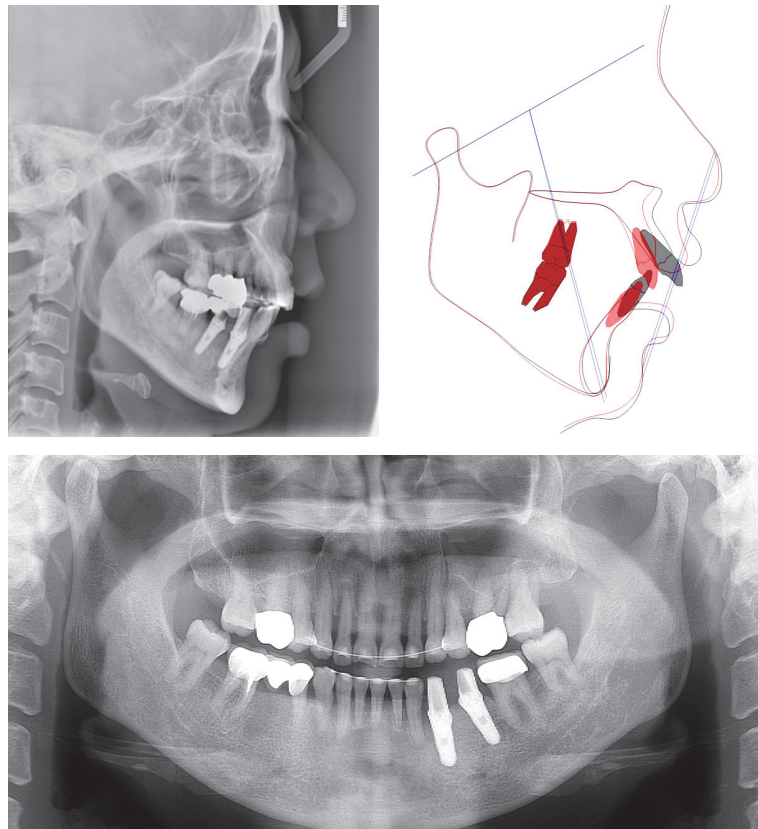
Posttreatment radiographs and cephalometric superimposition (pretreatment-black line, posttreatment-red line).
